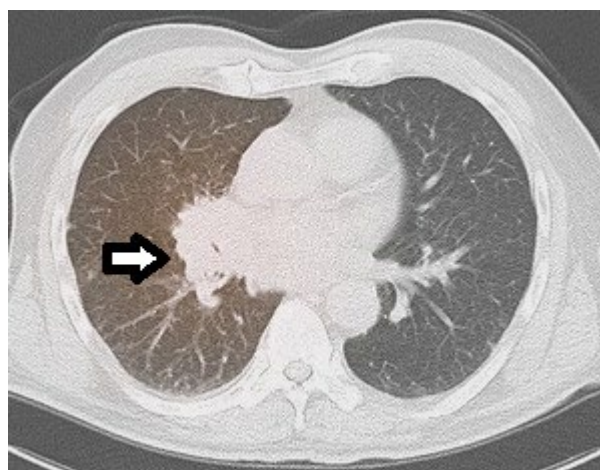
Thorax CT. A mass image in the right hilar region.
